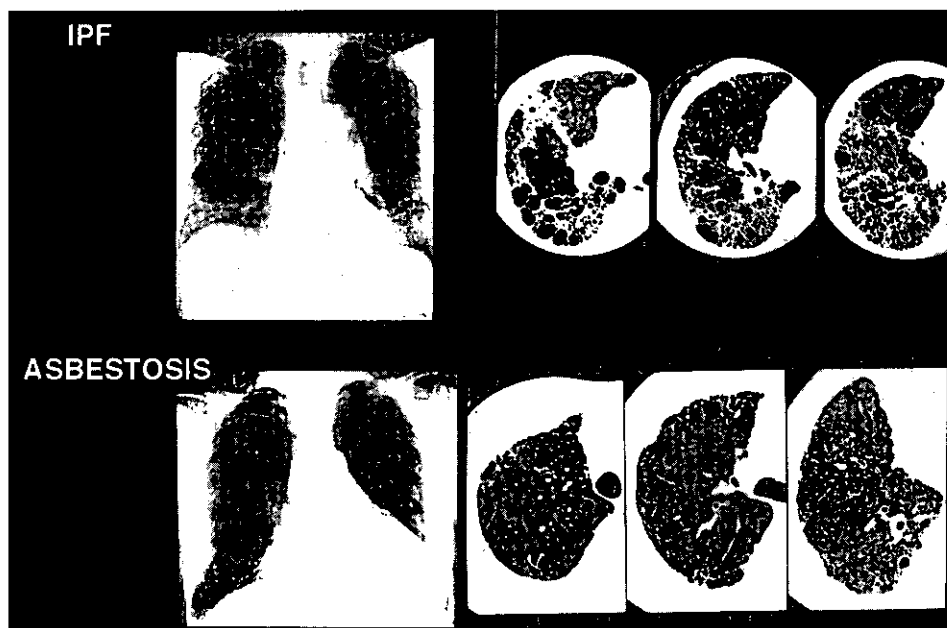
IPF と asbestosis の単純写真像と HRCT 像
